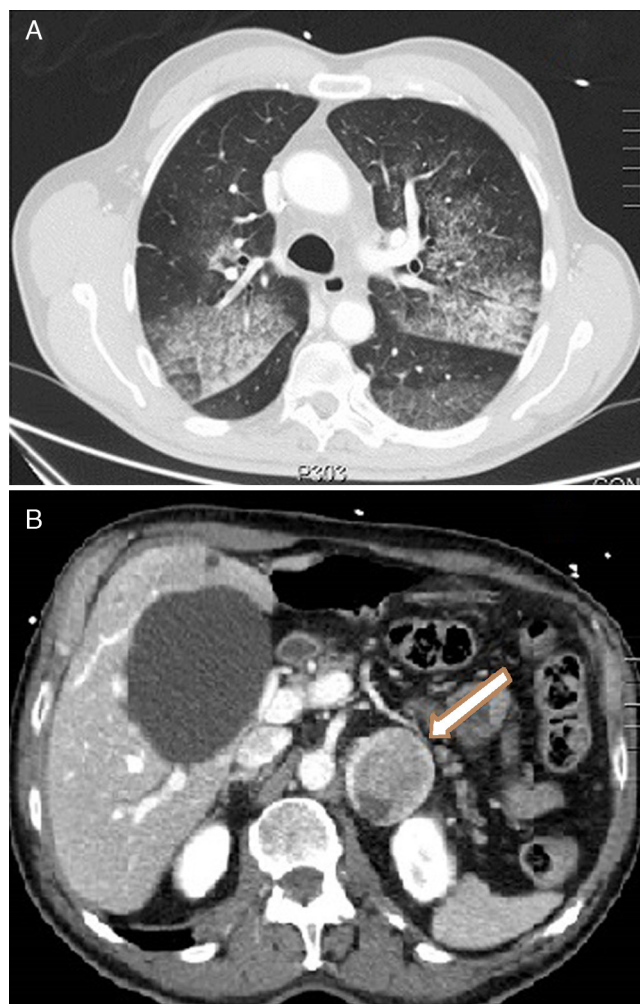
A) Imagen axial de TC que muestra un patrón pulmonar en empedrado: consolidaciones en vidrio deslustrado y engrosamiento de septos interlobares. B) Imagen axial de TC con contraste que muestra una lesión suprarrenal izquierda heterogénea de 46 × 40 mm.
